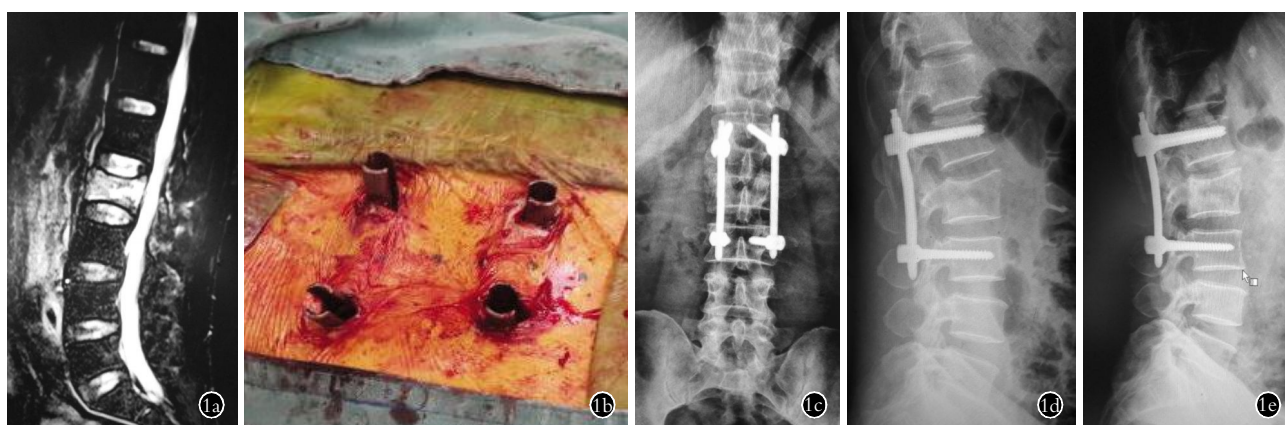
患者,女,45 岁,外伤后致腰背部疼痛活受限 5 h 入院,诊断为 L<sub>2</sub> 骨折 1a. 术前 MRI 见 L<sub>2</sub> 骨折伴后方韧带复合体损伤 1b. 术中经皮置入椎弓根螺钉 1c,1d. 术后 2 d 腰椎正侧位 X 线片示 L<sub>2</sub> 椎体形态、前缘高度恢复 1e. 术后 6 个月腰椎侧位 X 线 L<sub>2</sub> 椎体形态、前缘高度位置良好
